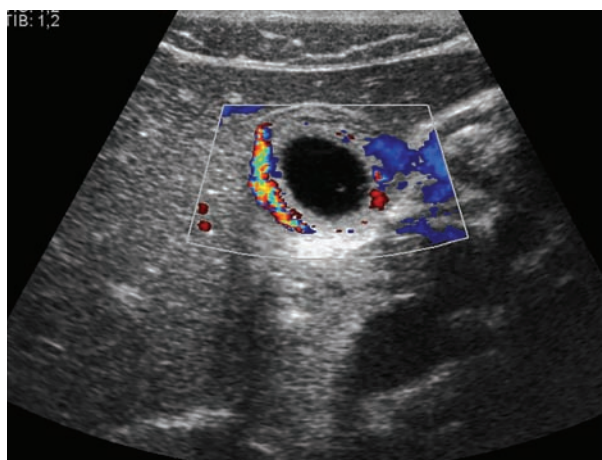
Corte transversal da vesícula biliar. Espessamento parietal e vascularização aumentada na parede, avaliação com Doppler cor.
